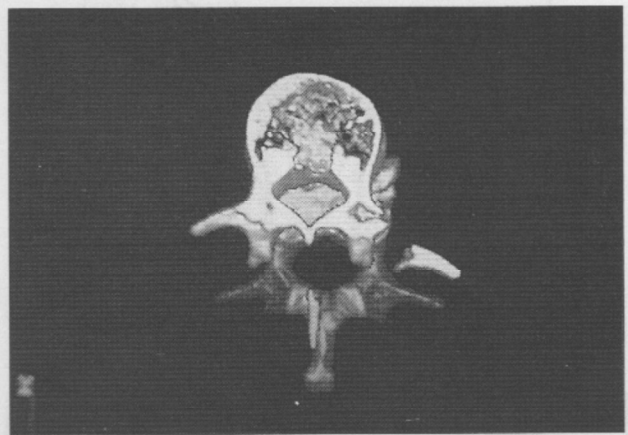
Luxofractura lumbar, reconstrucción tridimensional mediante tomografía axial computarizada.
